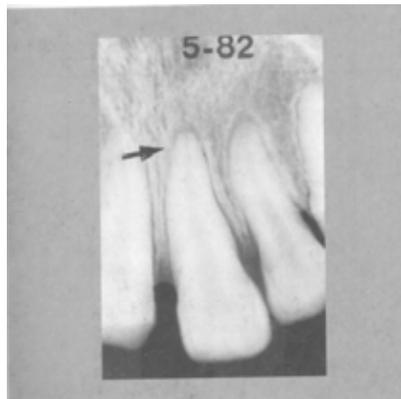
Radiografía de un incisivo central superior inmediatamente después de sufrir una luxación ⁶.
